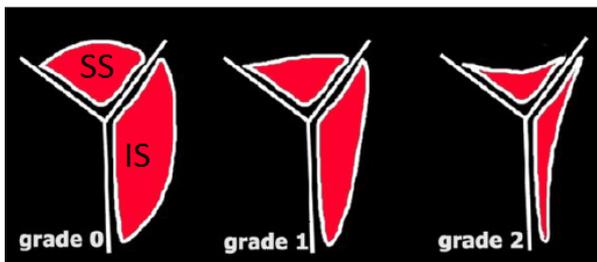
Classification de Ludig en RMN (1): degrés d'atrophie avec dégénérescence graisseuse des muscles supra- et infra-épinox.
